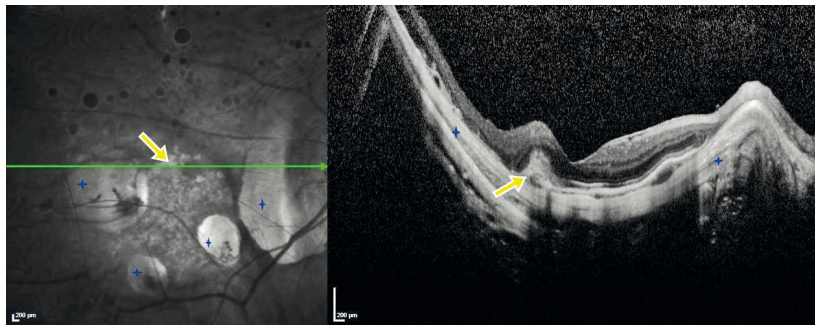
Tomografía de coherencia óptica macular del mismo paciente que la figura 2A, que determina una clasificación A3TON2s. Las estrellas azules localizan parches de atrofia. La flecha amarilla señala una antigua membrana neovascular inactiva y con pigmento (mancha de Fuchs).
